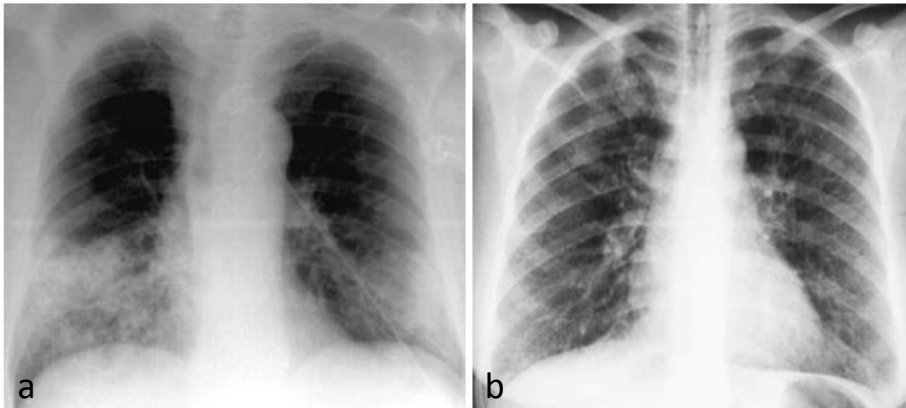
a) Radiografia de tórax em PA mostrando consolidação alveolar em lobos inferiores esquerdo e direito devido a uma infecção por *S. pneumoniae*. b) Radiografia de tórax em PA demonstrando um envolvimento intersticial difuso periférico e bilateral.²
